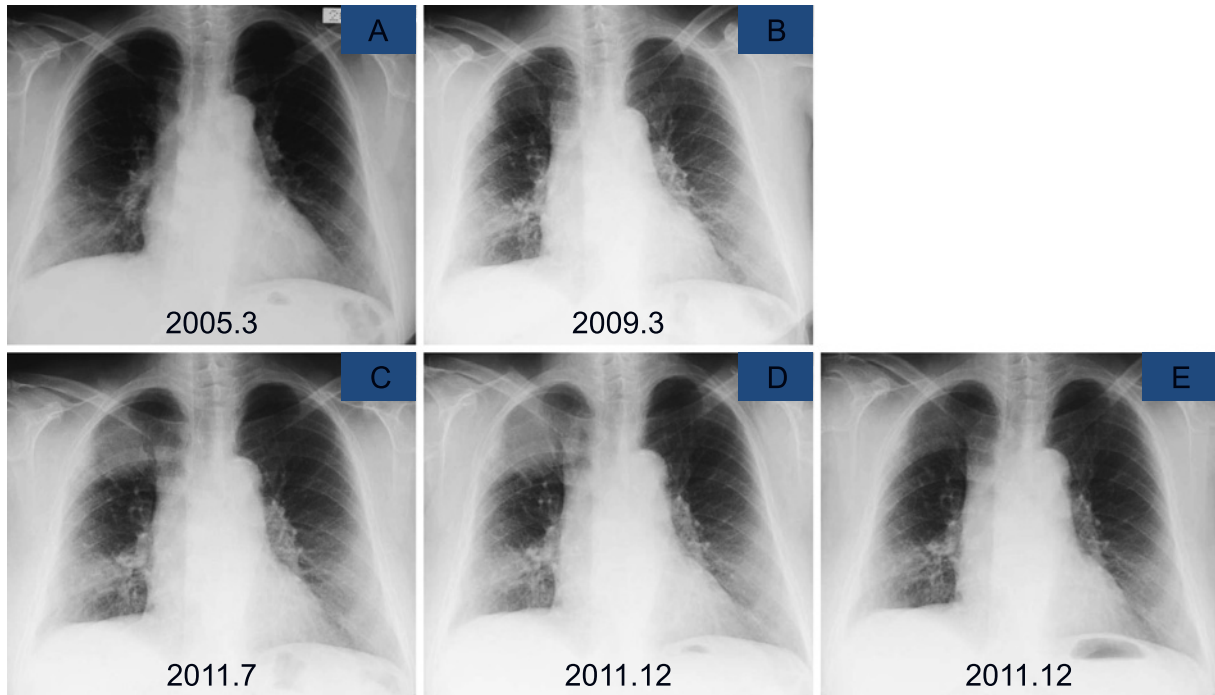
Clinical course of the chest radiography findings. A. Chest radiography performed in March 2005 showing consolidation in the right lower lung field. B. Chest radiography performed in March 2009 showing an improvement in the consolidation in the right upper and left lower lung fields. C. Chest radiography performed in July 2011 again showing consolidation in the right upper lung field with increasing consolidation in the right lower lung field. D. Chest radiography performed on admission in December 2011 showing an increase in the size of the tumor in the right upper lung field and consolidation in the right lower lung field. E. Chest radiography performed in December 2011 10 days after chemotherapy showing a reduction in the size of the tumor in the right upper lung field and consolidation in the right lower lung field.
